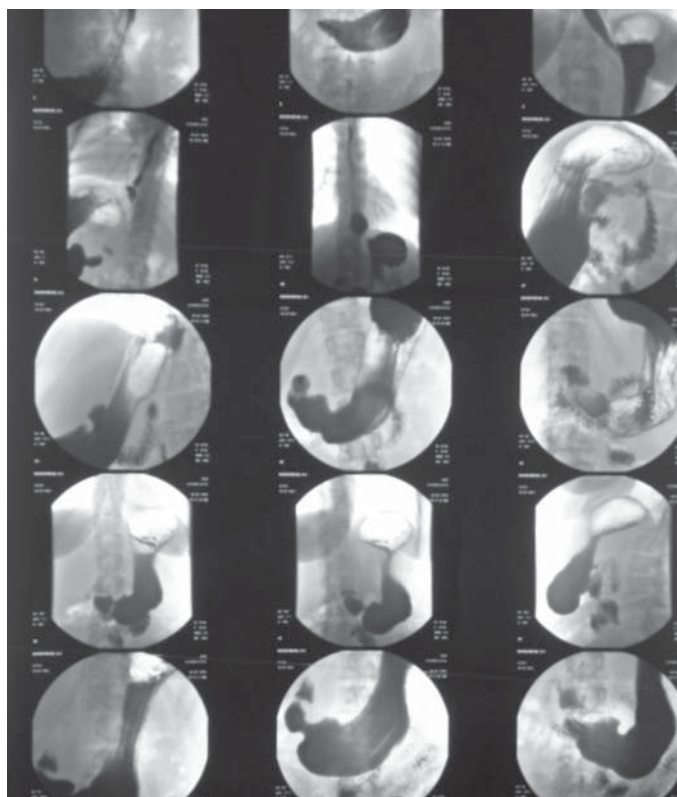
Рентгеноскопия желудка до операции.
